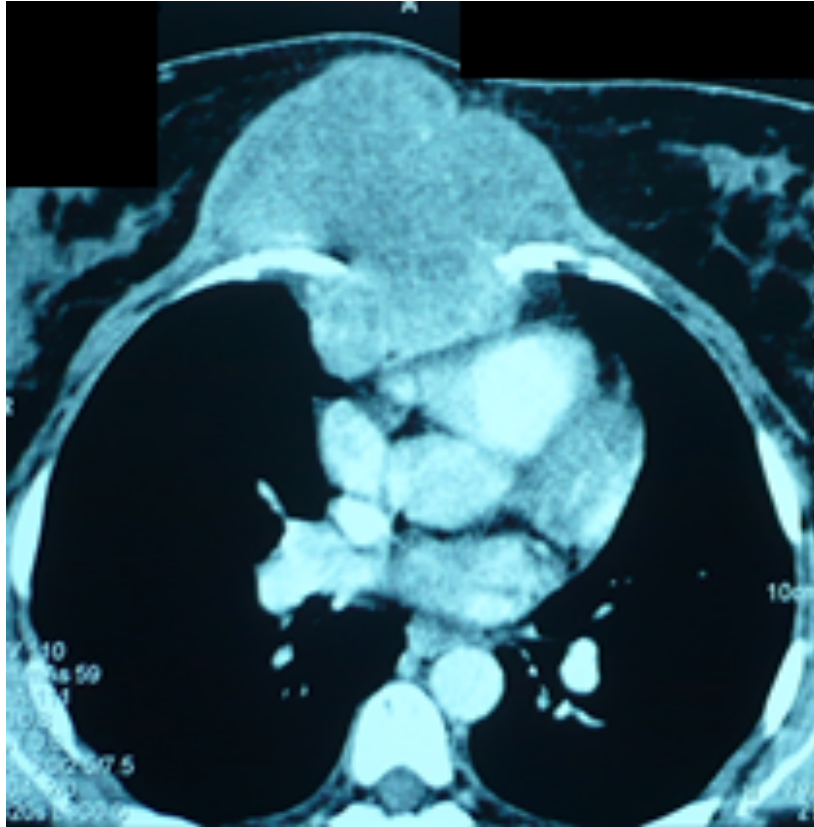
TDM thoracique : volumineuse tumeur au dépend du sternum
